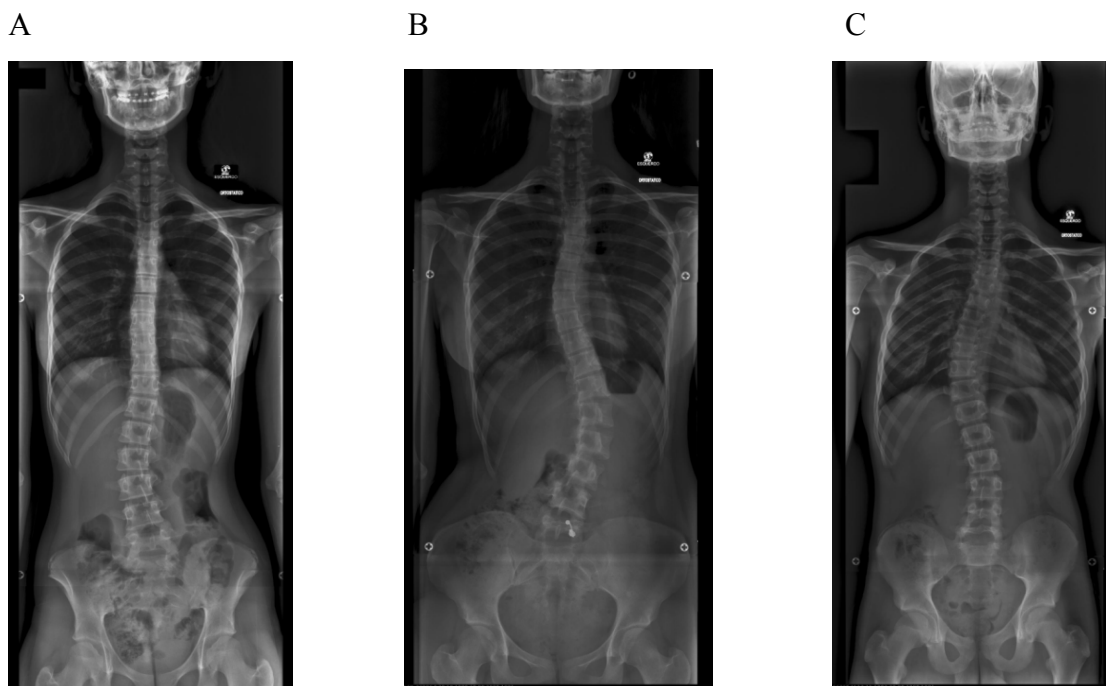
Radiografias representando os vários tipos de escoliose. (A) Escoliose lombar.
